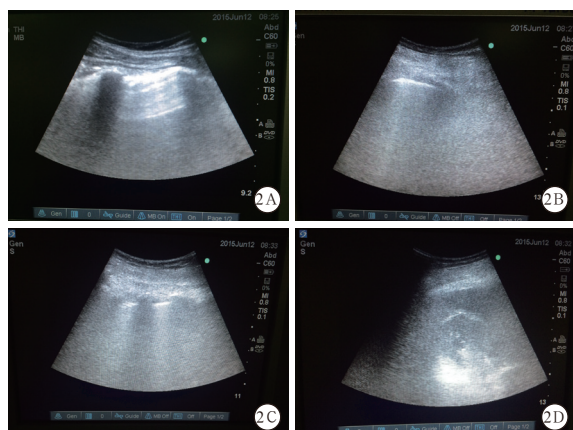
肺部超声征象 正常通气区(A)为肺滑动征伴A线或少于2个单独的B线;中度肺通气减少区(B)为多发、典型B线(B1线);重度肺通气减少区(C)为多发融合的B线(B2线);肺实变区(D)可见组织影像伴典型的支气管充气征
